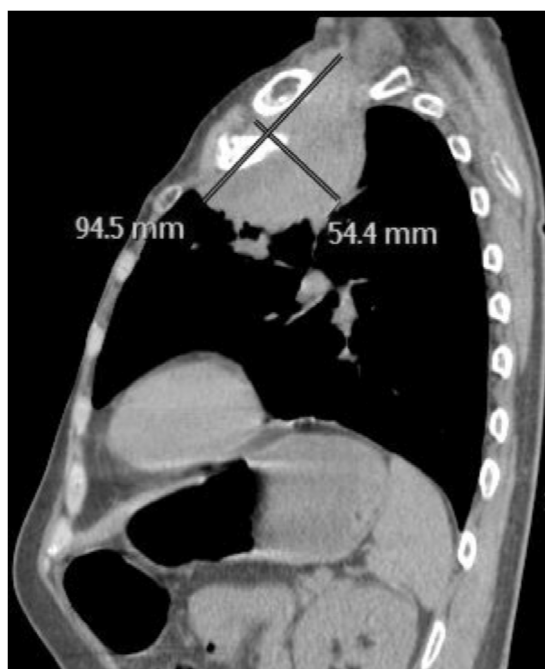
Женщина, 64 года. Образование верхней доли левого легкого (рак Панкоста) с распространением в средостение, в мягкие ткани передней грудной стенки и подключичной области, с частичным остеоллизом переднего отрезка 1-го ребра. Компьютерный томограф Philips Brilliance Big Bore.
